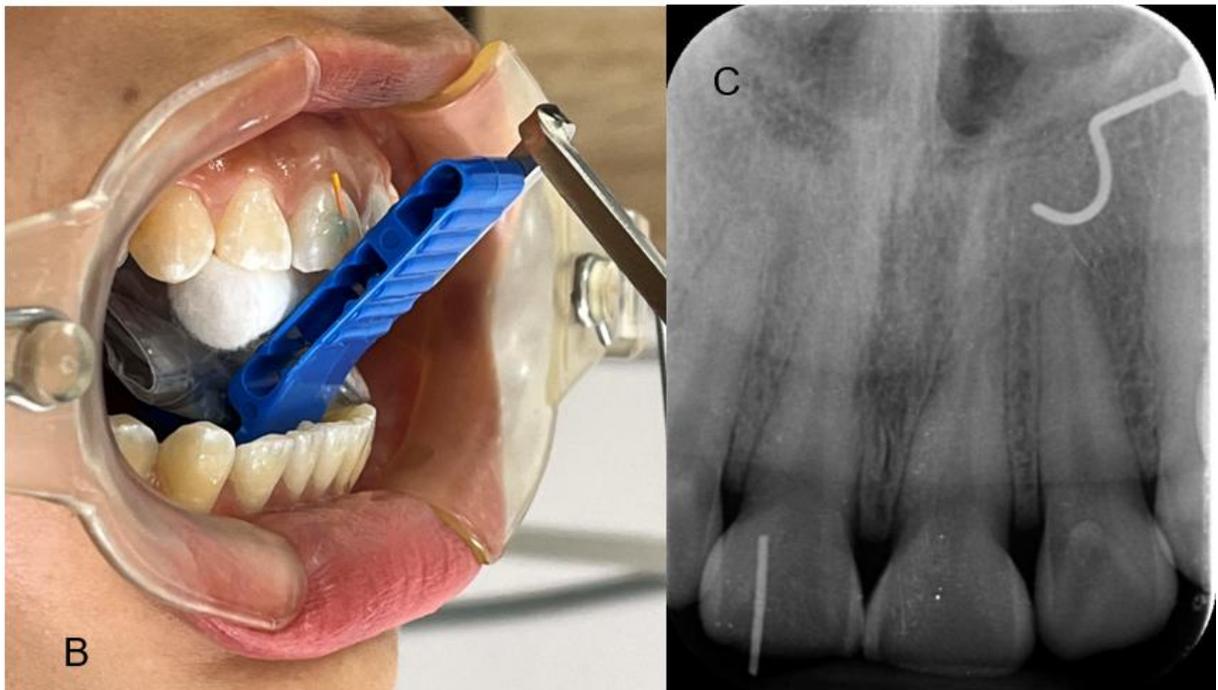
(A) Cono de gutapercha colocado vestibularmente hasta el margen gingival para determinar la longitud de la corona clínica. (B) Toma de radiografía con técnica de paralelismo. (C) Radiografía periapical con cono de gutapercha
